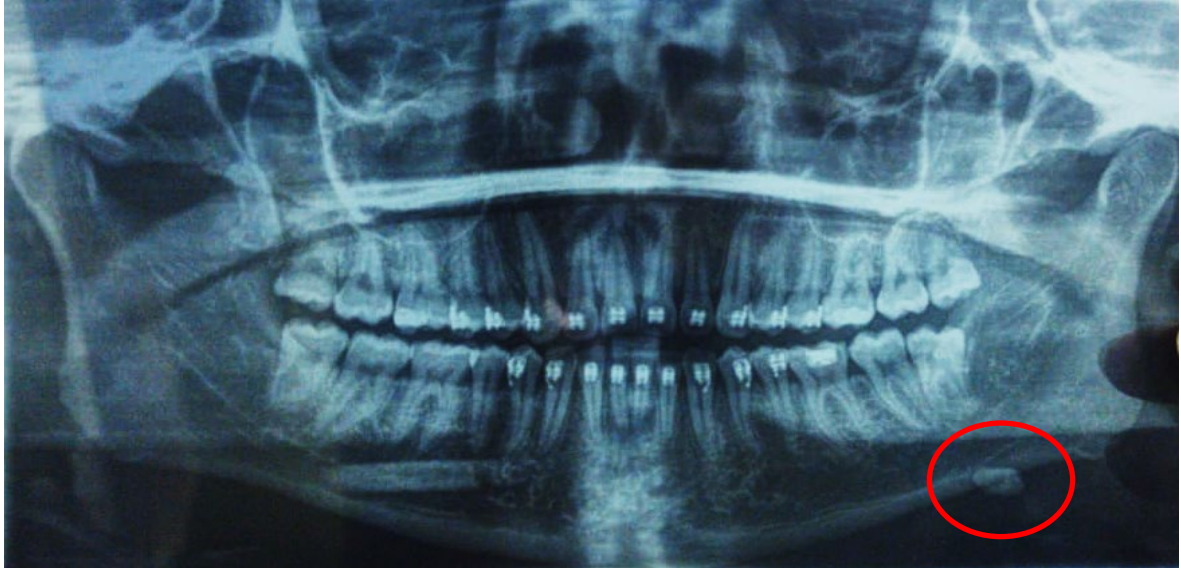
Ortopantomografía con lito submandibular izquierdo delimitado por el círculo rojo
